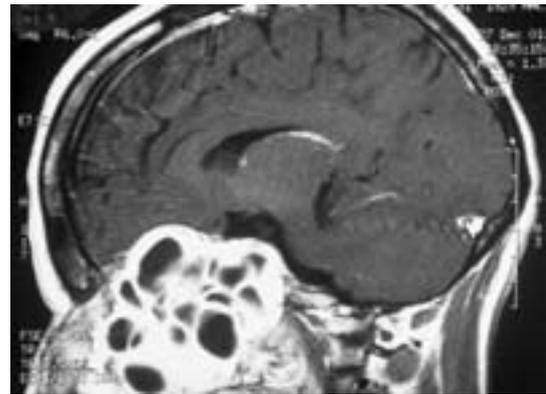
IRM en coupe sagittale pondérée T1 avec injection de gadolinium. Comblement du sinus sphénoïdal avec destruction du jugum et extension intracrânienne vers la loge sellaire.
